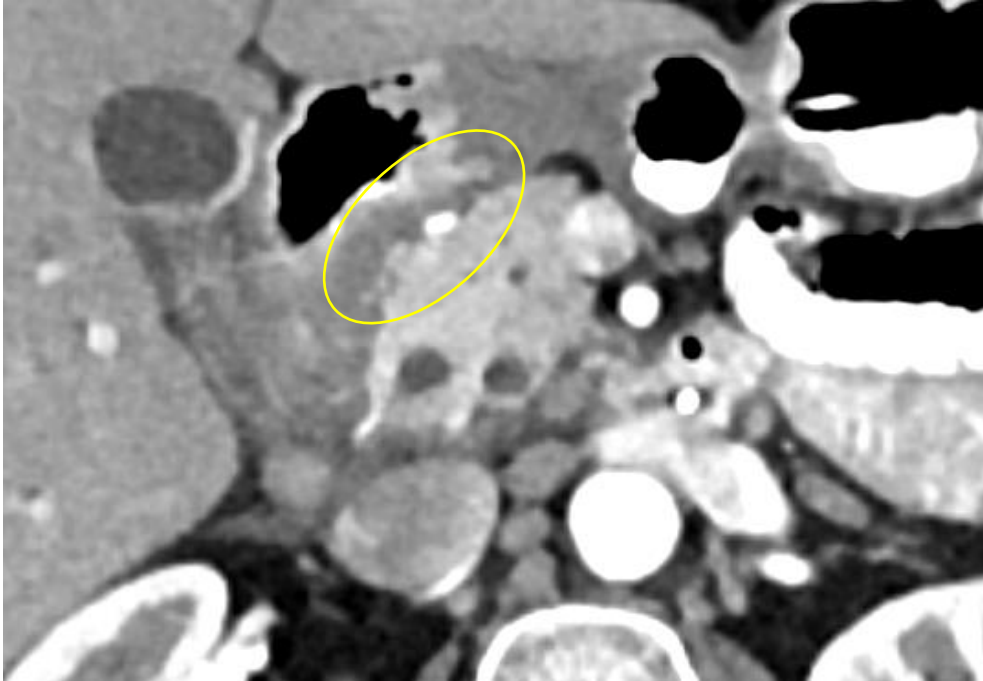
Imágenes de TC de 2 pacientes que muestran la afectación inflamatoria del surco pancreatoduodenal (circulo amarillo), con atrapamiento de la arteria gastroduodenal que no muestra compromiso de su permeabilidad ni disminución de su calibre.
